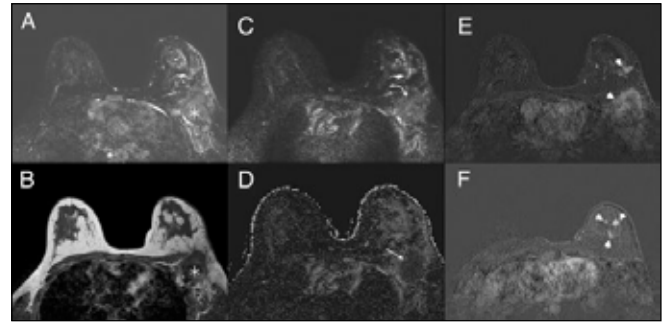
Axial STIR (A), axial T1-weighted (B) sequences of MRI show a T2-hyperintense, T1 isointense mass in the upper outer quadrant of the left breast. Skin thickening is obvious in STIR (A) and T1 weighted images (B). In, corresponding DWI (b factor 1000 s/mm²) (C) and ADC sequences (D), lesion shows high signal intensity in DWI and low signal intensity in ADC corresponding diffusion restriction. Dynamic images (E, F) shows multicentric contrast enhancing irregular masses.
